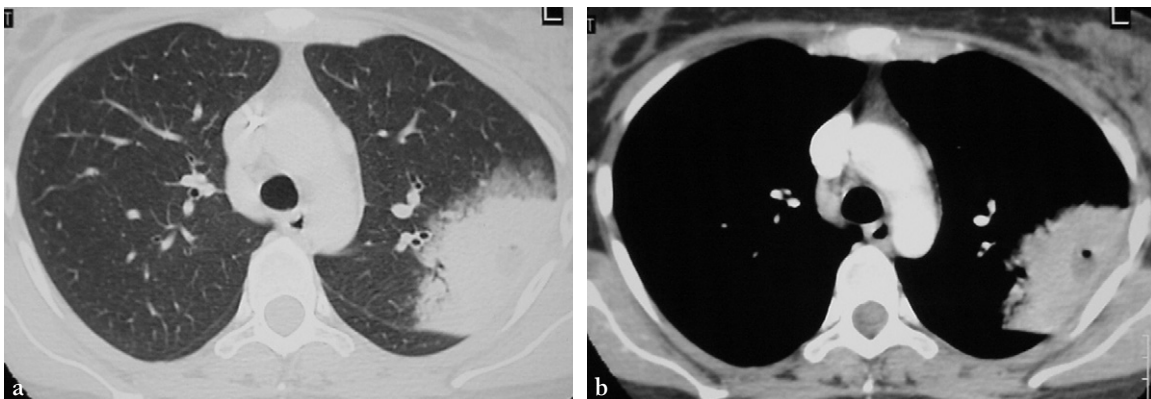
Foyer alvéolaire en TDM réalisée à la recherche d'une complication.
